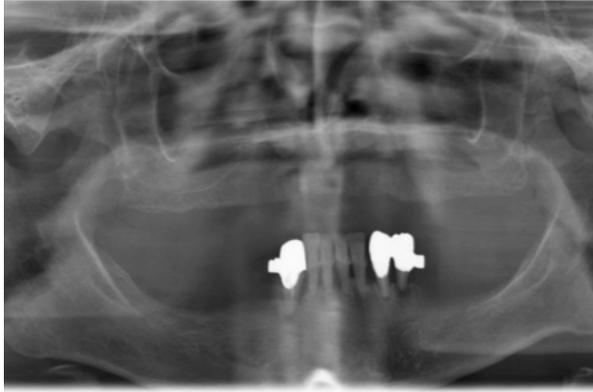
Panoramica X-ray con denti parodontalmente compromessi
